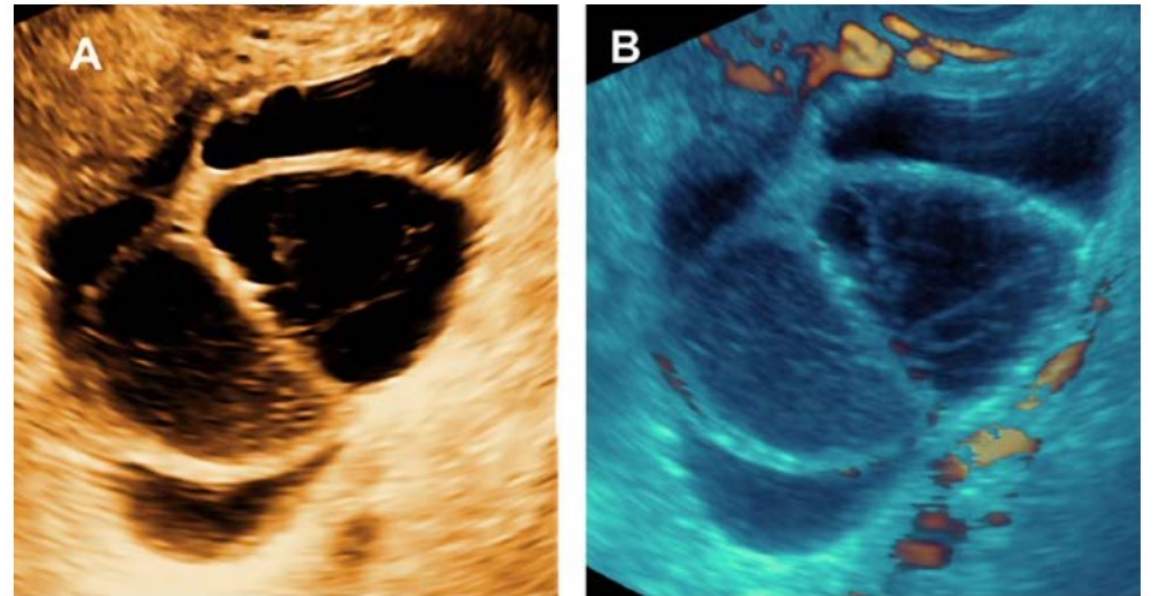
Ultrasonography after 3 months which was clearly improved.
